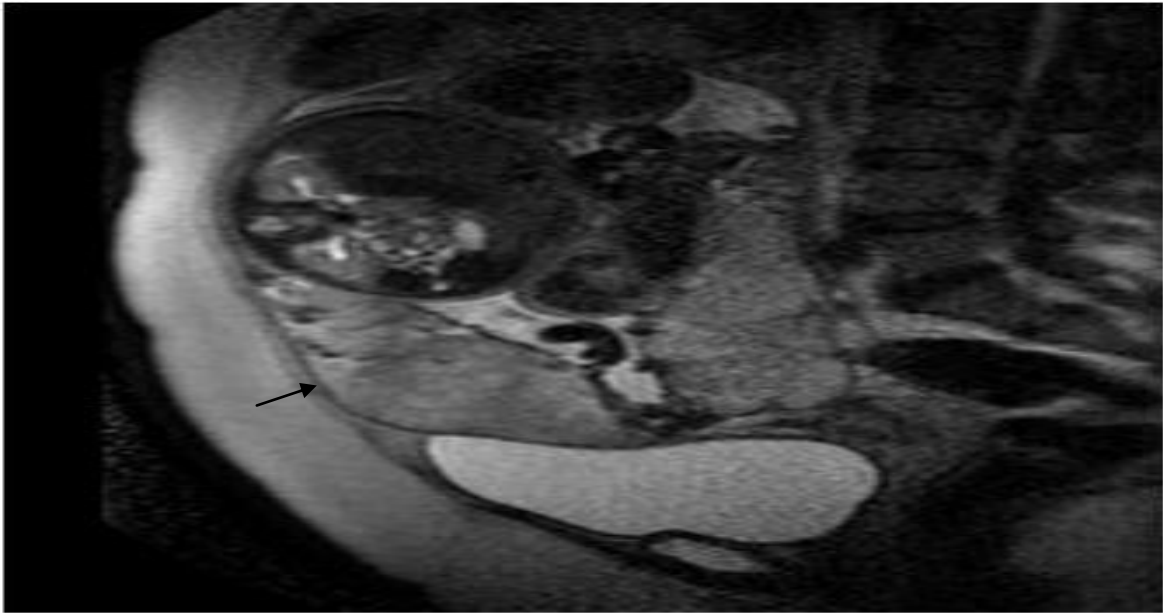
IRM placentaire en coupe sagittale séquence T2 : liseré en hyposignal T2 entre le myomètre et le placenta, ce dernier est perdu en cas de placenta accreta.
